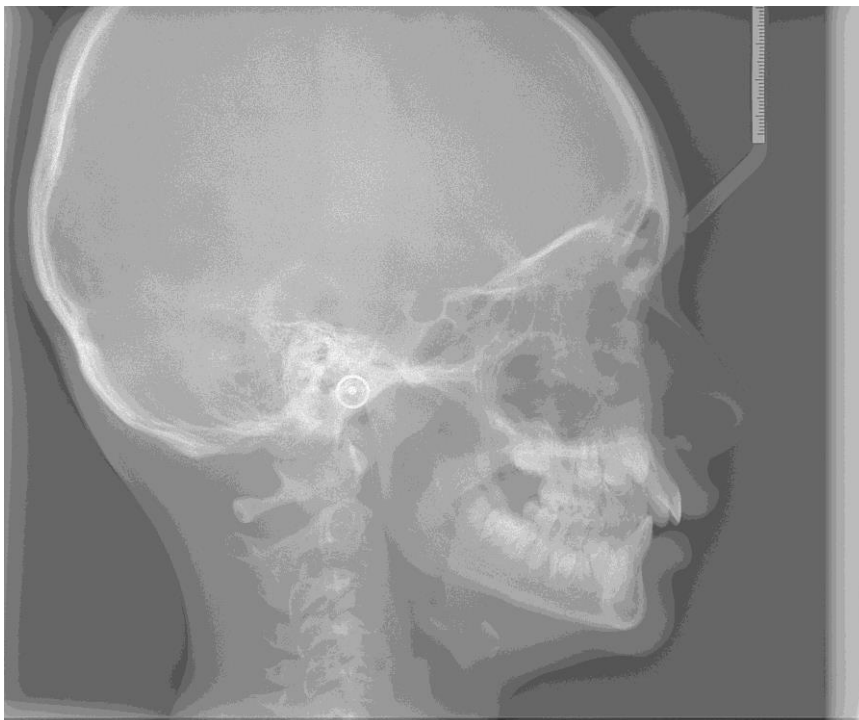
téléradiographie de profil avant traitement
